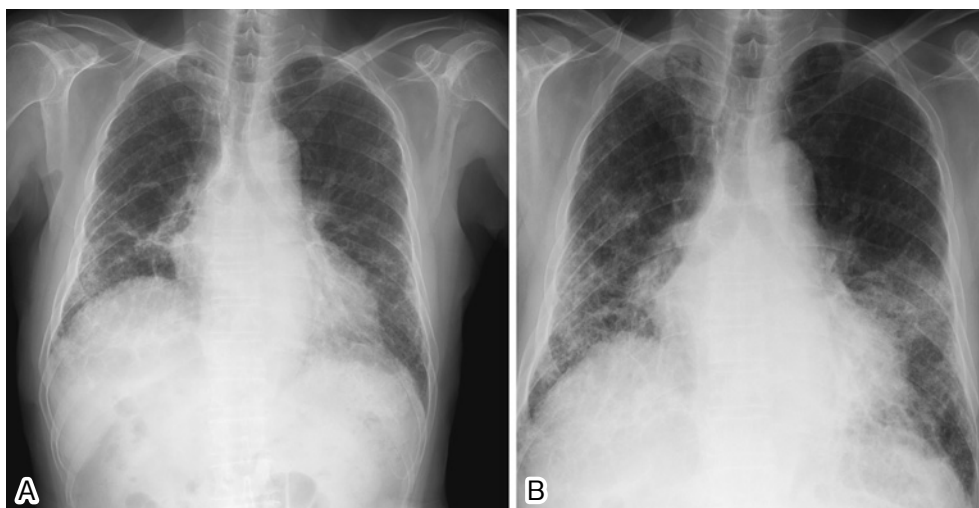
A: Chest X-ray before onset. The reticular shadow in the bilateral lungs is observed.
